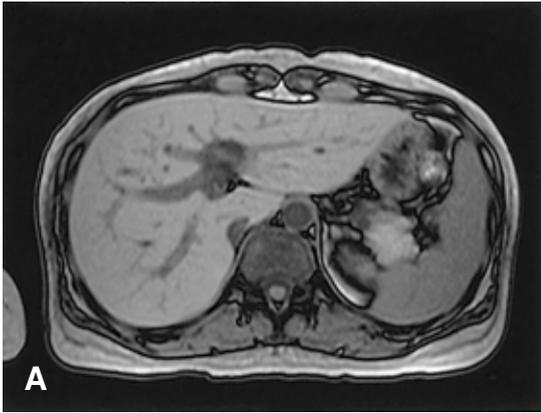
Magnetic resonance image. There is a high signal intensity in the periportal area on the T1 image (A) and heterogeneous enhancement of the liver on the arterial phase (B). Splenomegaly is noted.
